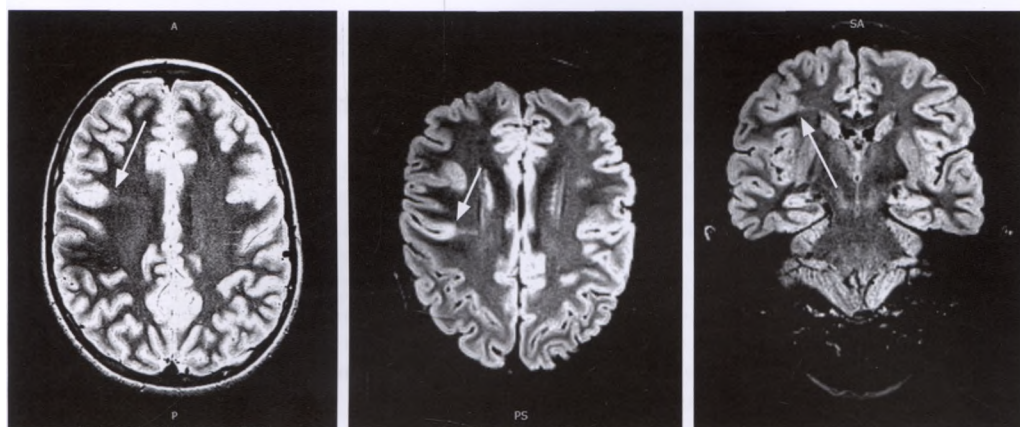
МРТ (T2, FLAIR), аксиальная, «гиппокамповая» и коронарная проекции.
